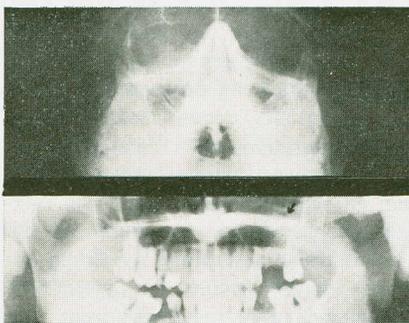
Röntgenaufnahmen vier Tage post extractionem 26 ohne Therapie (s. Text).
